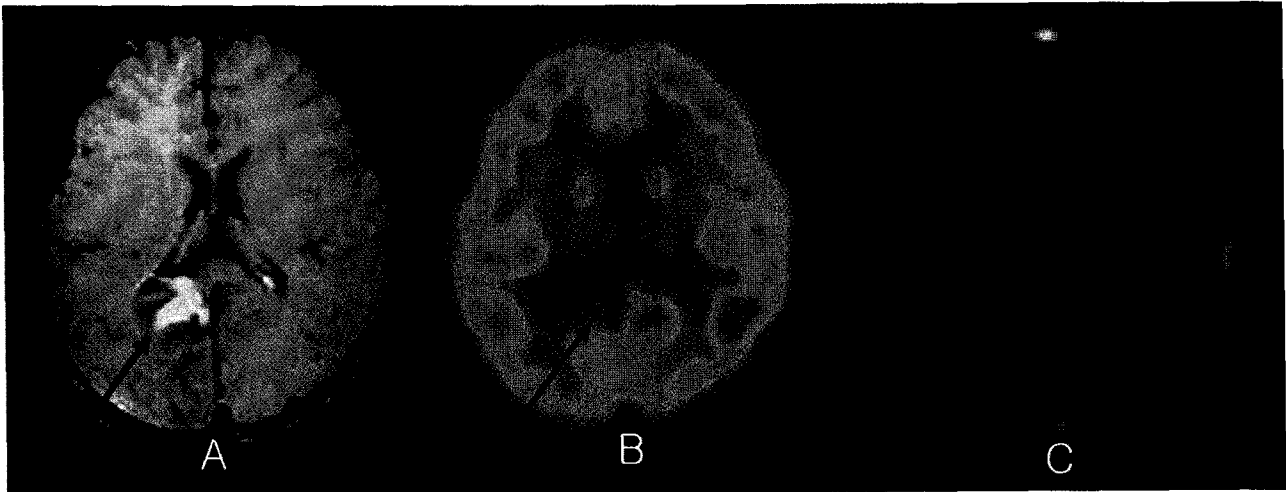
Recurred PNET. (A) MRI. (B) ^{18}F FDG PET. (C) ^{18}F FLT PET.
